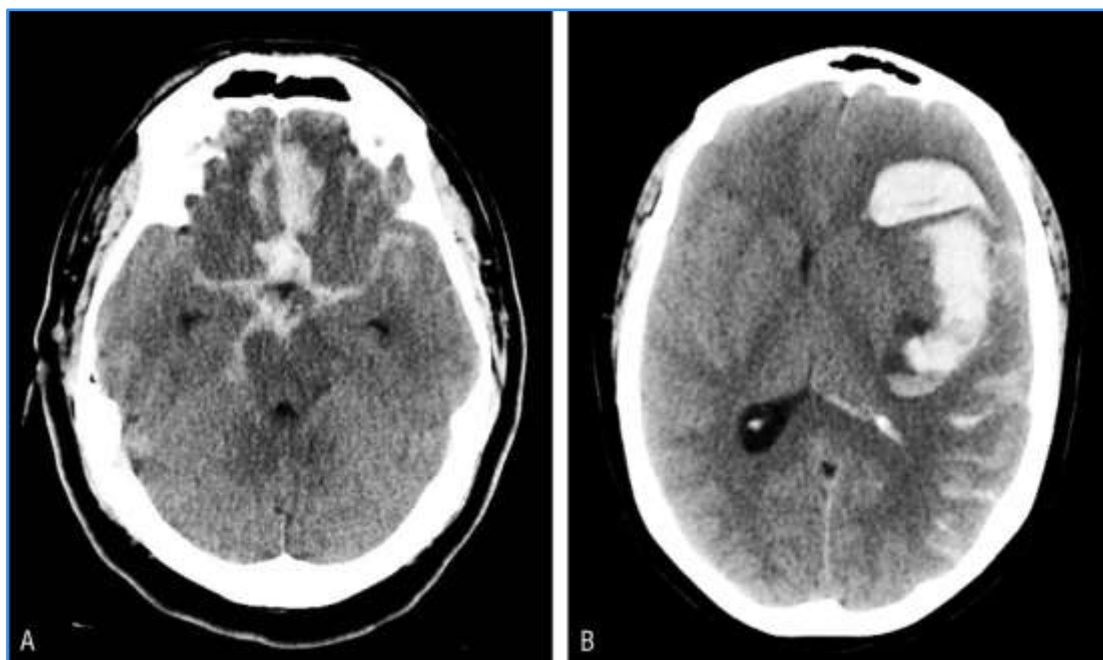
Imágenes de tomografía computadorizada craneal de pacientes con hemorragia subaracnoidea (HSA) aneurismática, grado IV de Fisher. El caso A es una imagen típica de rotura de aneurisma de arteria comunicante anterior; el caso B corresponde a la imagen de una HSA con hematoma intraparenquimatoso secundario a rotura de un aneurisma de arteria cerebral media izquierda.
